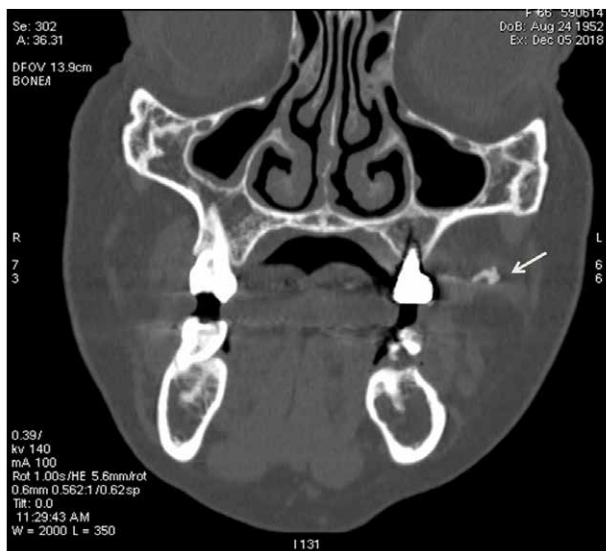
Corte frontal del CBCT con la presencia del sialolito.
